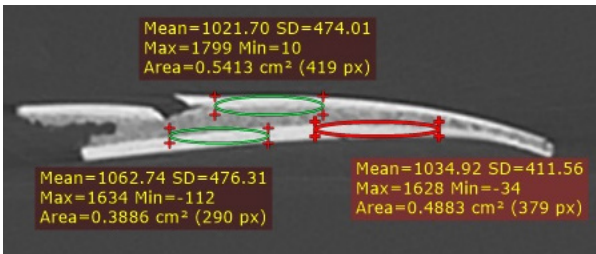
Аксіальний зріз КТ ребра 3
